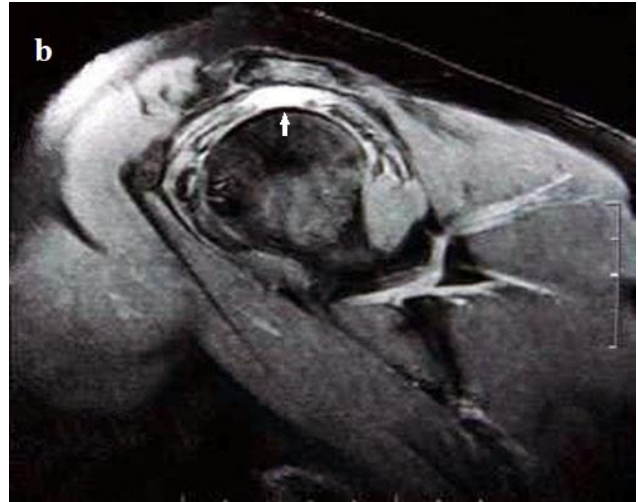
In MRI, in T2-weighted sagittal image, total rupture and fluid interposition in supraspinatus tendon (white arrow).
